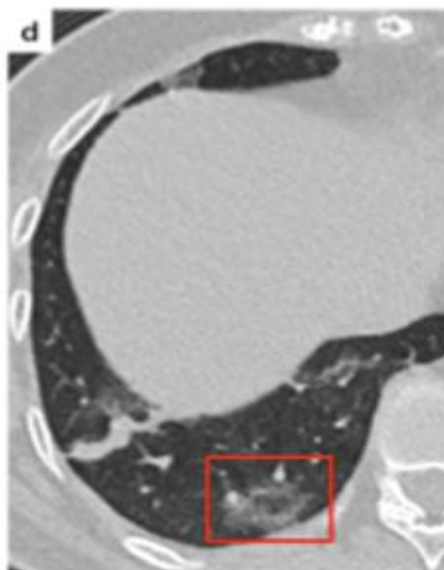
Pola crazy paving pada pria berusia 66 tahun dengan COVID-19. Gambar CT thorax nonenhanced aksial menunjukkan ground-glass opacities, dengan penebalan septum (panah) di lobus tengah dan lobus bawah kiri. (Thomas et al., 2020)
